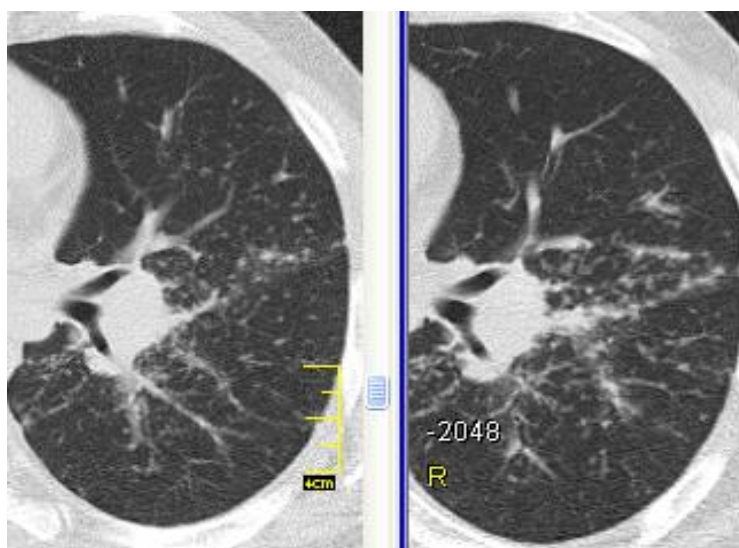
КТ хворого К., саркоїдоз органів дихання II стадії; ліворуч – до лікування метотрексатом, праворуч – через 6 міс. терапії метотрексатом: прогресування процесу у вигляді збільшення вузликової дисемінації в легенях
